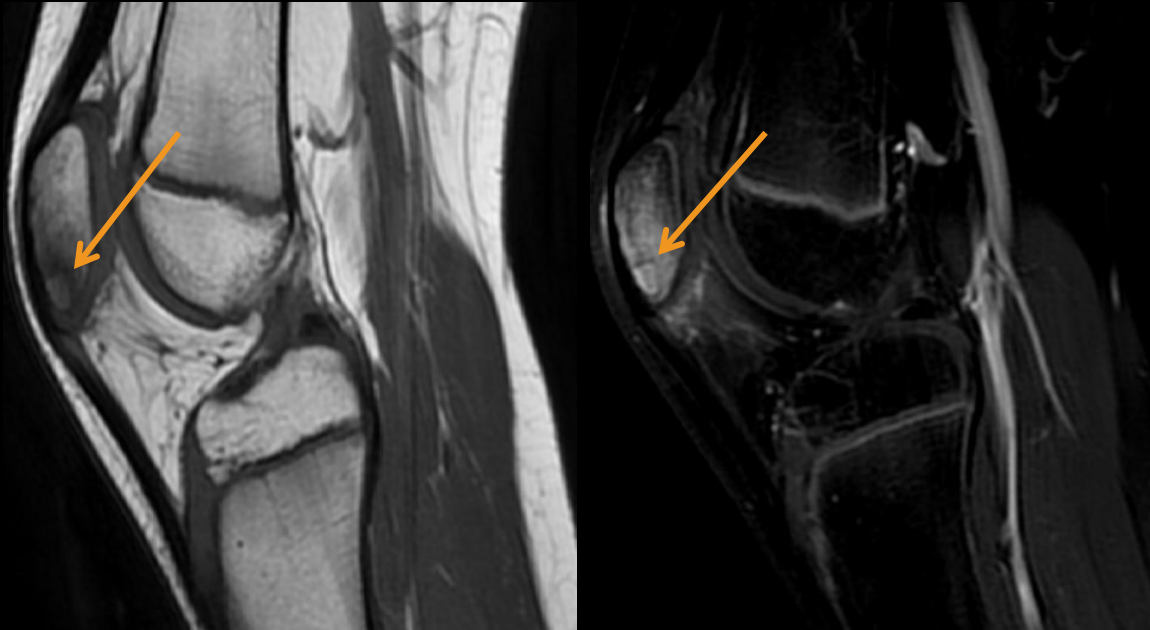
Osteomielitis del polo inferior de la rótula en paciente de 11 años con enfermedad de células falciformes. RM con secuencias T1 y PD con saturación grasa sagitales donde se evidencia edema medular en polo inferior rotuliano y grasa de Hoffa con pequeño absceso rotuliano. Mismo paciente que en la figura 13.
